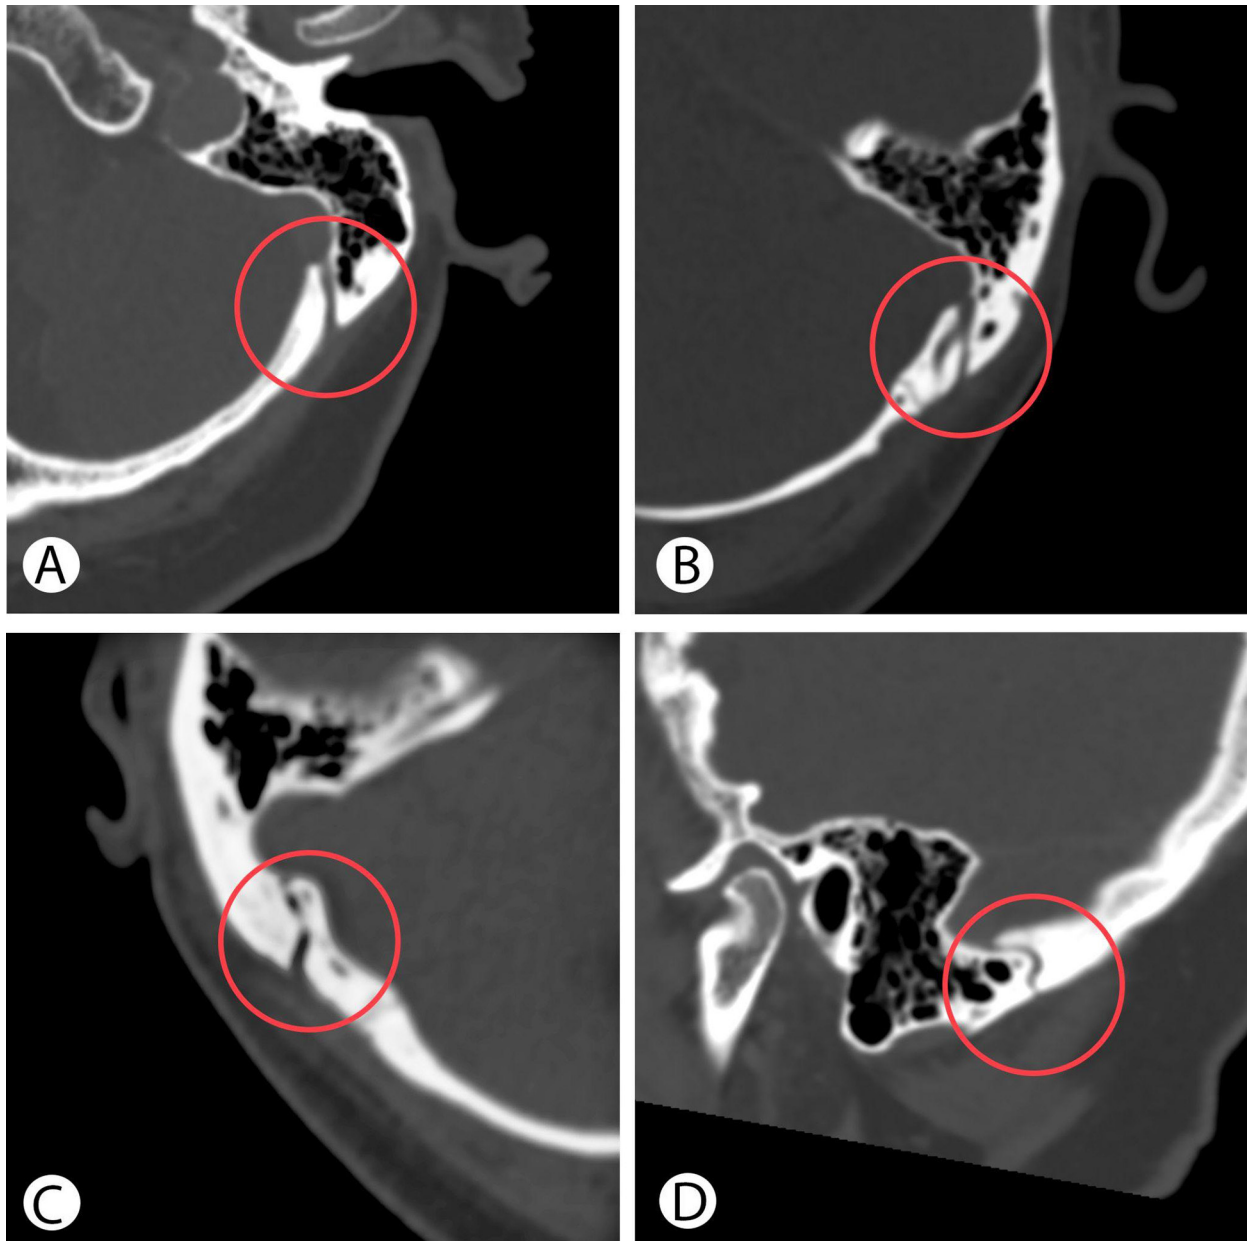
Preoperative CT reveals the straight shape of the MEV canal in axial plane (A), with two external openings (B), a curved shape in axial (C) and sagittal plane (D).
